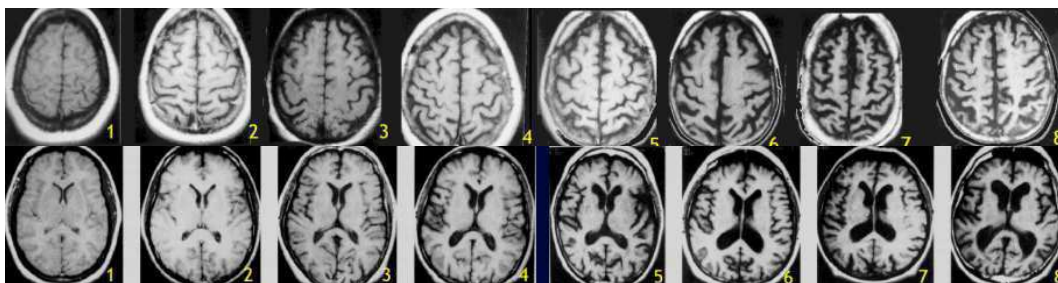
Coupes axiales d'images par RMN en pondération T1, fronto-pariétales (en haut) et passant par les ventricules (en bas), réalisées à différents stades du vieillissement de sujets considérés sains. En haut : élargissement croissant des sillons corticaux ; en bas : élargissement croissant des sillons corticaux et des ventricules, réalisant une cortico-sous-corticale diffuse typique du vieillissement (90).
